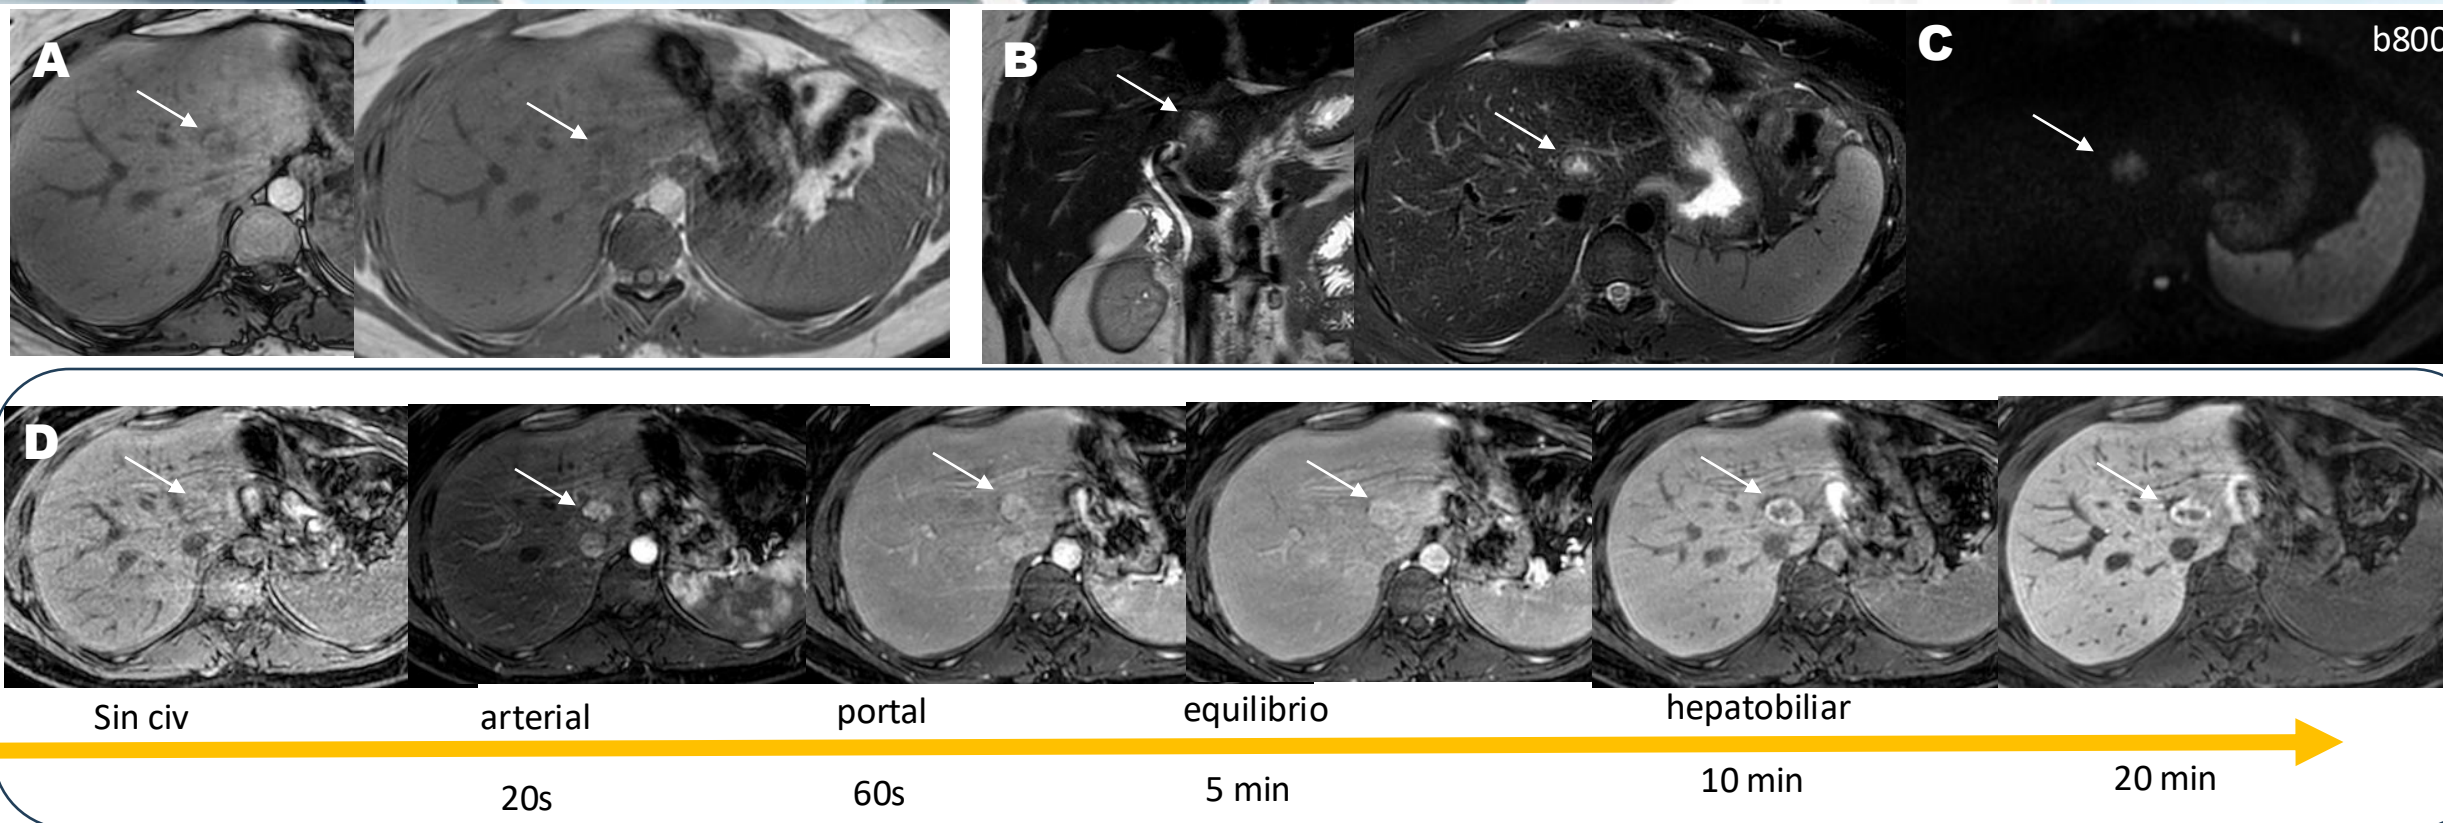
Paciente de 19 años con lesión incidental en ecografía de seguimiento por rabiniosarcoma prostático.
